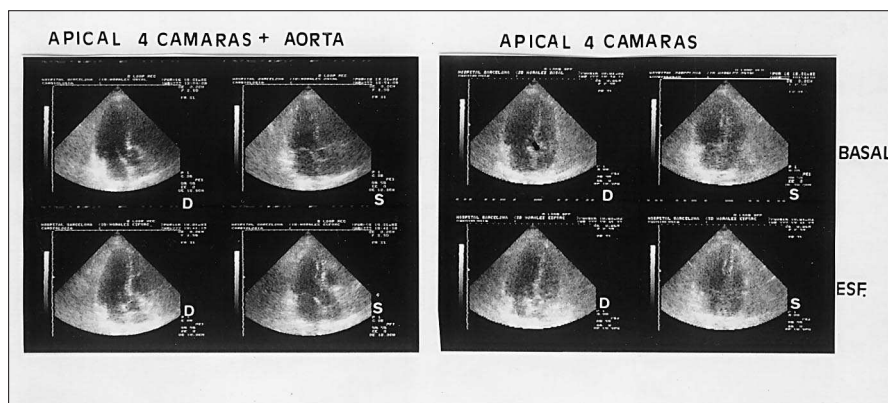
Ecocardiograma de esfuerzo. Plano apical 4 cámaras + aorta. Plano apical 4 cámaras. Existe una respuesta hipercontráctil en todos los territorios en el postesfuerzo inmediato; D: diástole; ESF.: esfuerzo; S: sístole.
